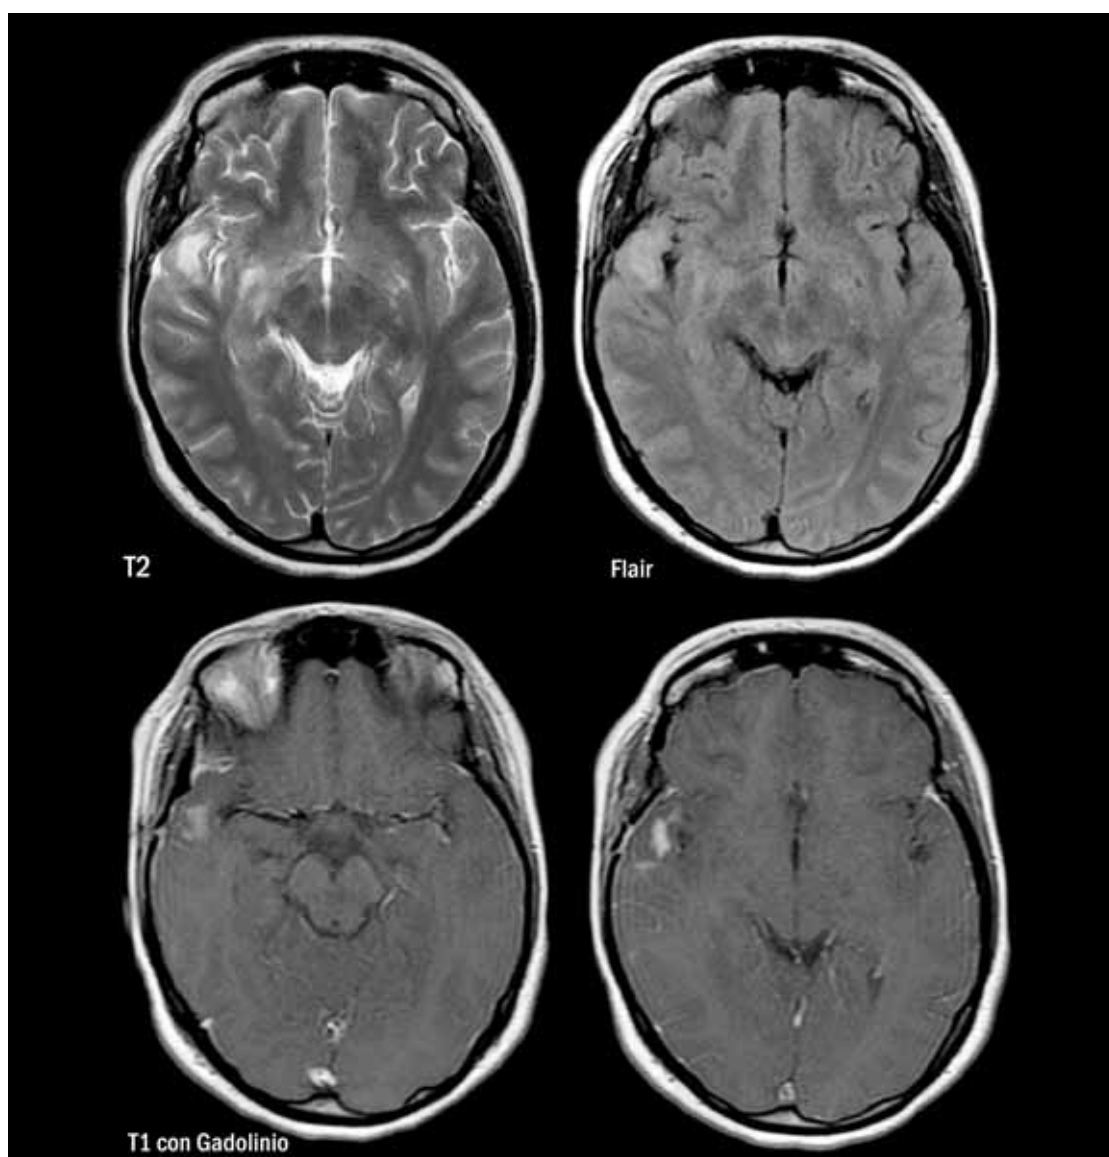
Resonancia magnética de cerebro. Lesión córticosubcortical temporal derecha que realza con gadolinio.
